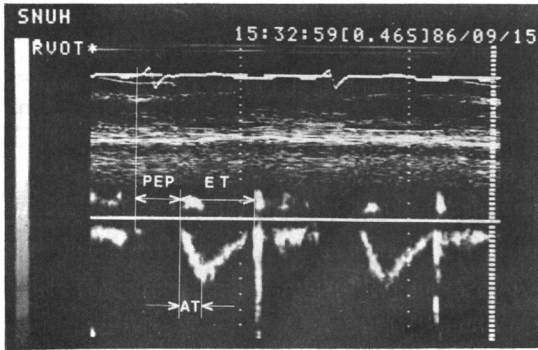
Doppler echocardiographic flow pattern and right ventricular systolic time intervals (PEP;preejection period, ET;ejection time AT;acceleration time).
